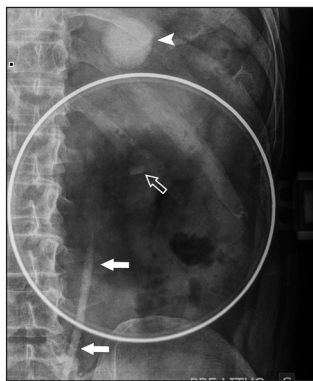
Radiographie abdomen sans préparation pré-lithotritie : longue formation linéaire de tonalité calcique en projection de l'uretère gauche (flèches pleines). Calcifications lithiasiques polaires inférieures rénales gauches (flèche creuse) et opacité ronde de haute tonalité d'environ 3 cm en projection du pôle rénal supérieur (tête de flèche).
